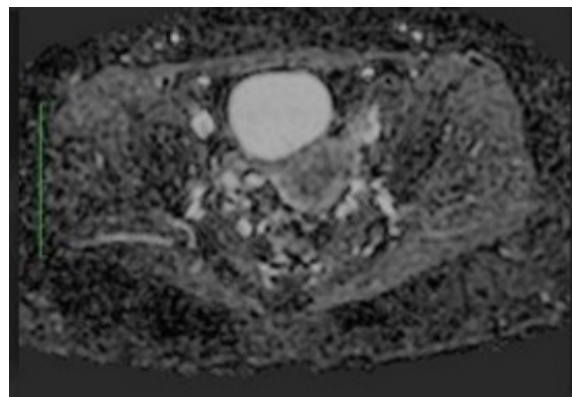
RESONANCIA MAGNÉTICA PÉLVICA QUE MUESTRA UNA IMAGEN QUÍSTICA COMPLEJA EN EL OVARIO IZQUIERDO, SUGESTIVA DE UN TERATOMA OVÁRICO.
